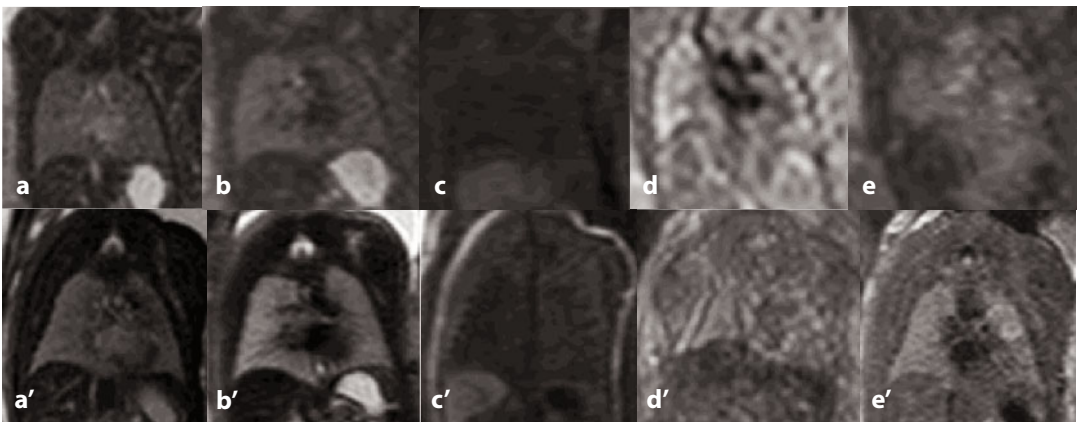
Immagini coronali a 24 settimane di gestazione (a-e) e 32 settimane di gestazione (a'-d', f') in varie pesature. a, a' Immagine BTFE. b, b' Immagine single shot T2. c, c' Immagine T1. d, d' Immagine DWI. Immagine ADC. e' Immagine FLAIR
